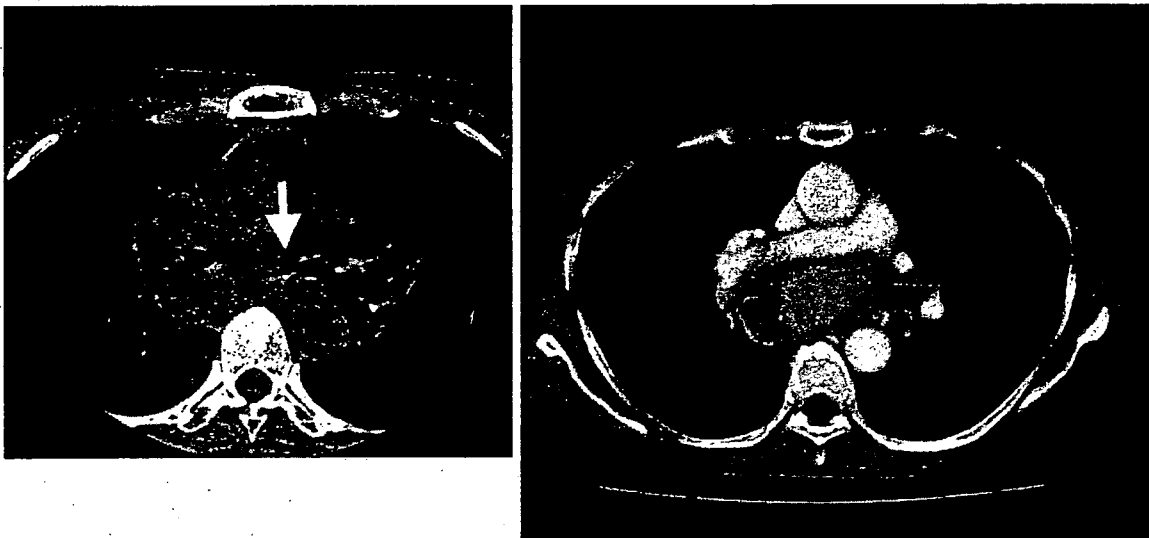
A false negative case. Tip of the needle is located in a mediastinal lesion. Contrast enhanced CT image is also shown. The point where the tip of needle is located is seems to be in an enhanced area. The enhanced CT was performed 2 weeks before the CT guided TBNA.
